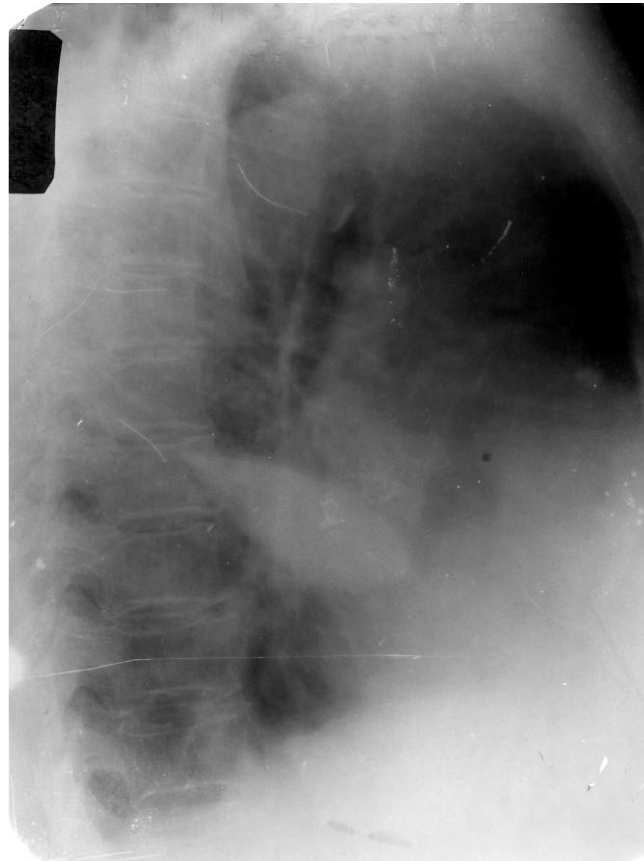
Рентгенография органов грудной полости в правой боковой проекции. Междолевой осумкованный плеврит справа (линзообразная высокоинтенсивная тень в проекции главной косой щели)
